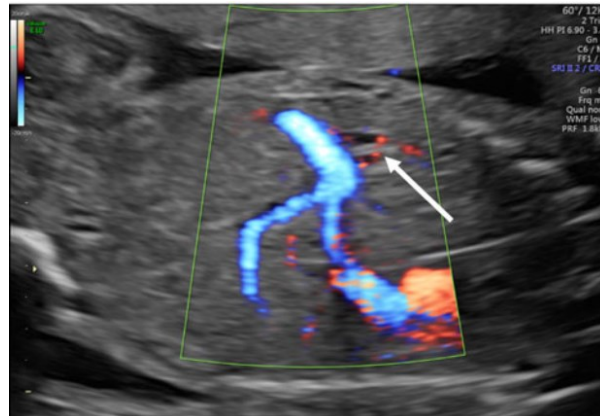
Ultrasonido prenatal con hernia diafragmática congénita izquierda
